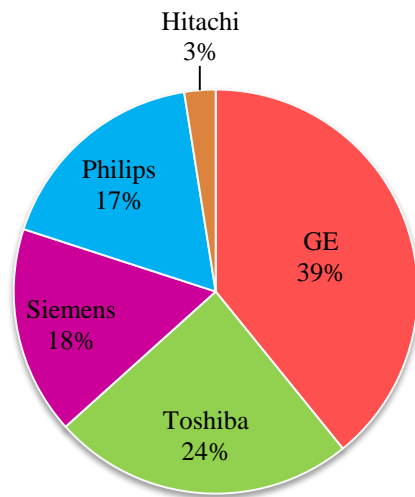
105 年度抽檢 120 台 CT 掃描儀各廠牌比例
